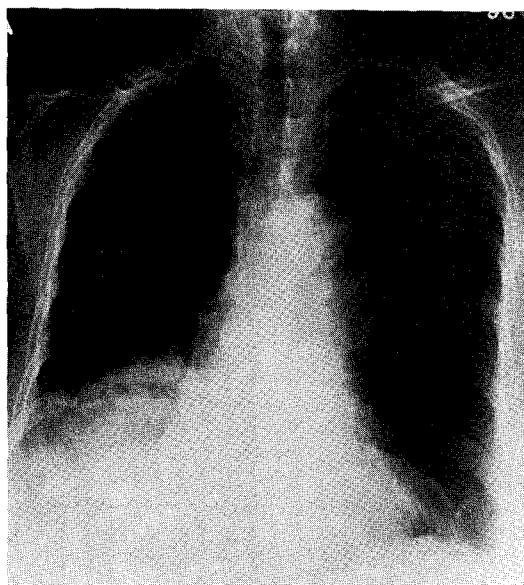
Initial chest X-ray shows consolidation at RLL and RML.
